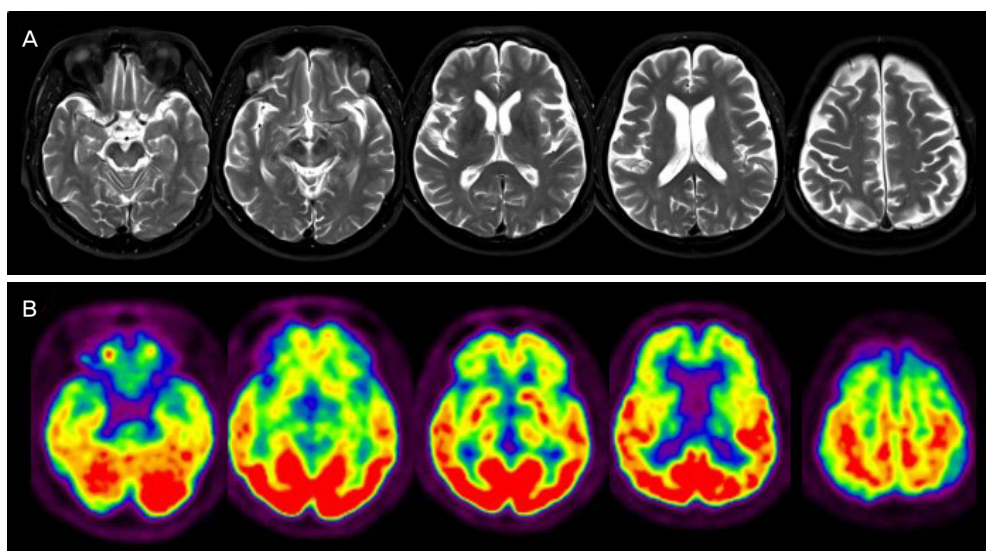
T2 Axial brain MRIs (A) and FDG PET images (B) at the age of 63 showed symmetric atrophy and glucose hypometabolism in bilateral frontal areas. MRI; magnetic resonance imaging, FDG; fluorine 18 fluorodeoxyglucose, PET; positron emission tomography.
